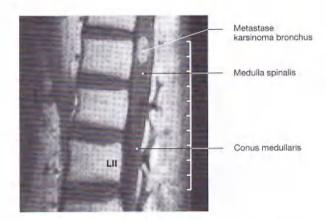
Pars lumbalis columna vertebralis; Magnetic Resonance Imaging (MRI), T1-weighted; potongan median Pars lumbalis dan Pars thoracica (inferior) columna vertebralis. [27]
